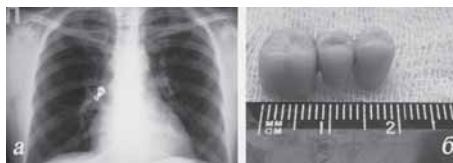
а – рентгенограмма органов грудной клетки в прямой проекции - в правом главном бронхе определяется тень инородного тела металлической плотности (зубной протез); б – зубной протез, извлеченный из правого главного бронха.
